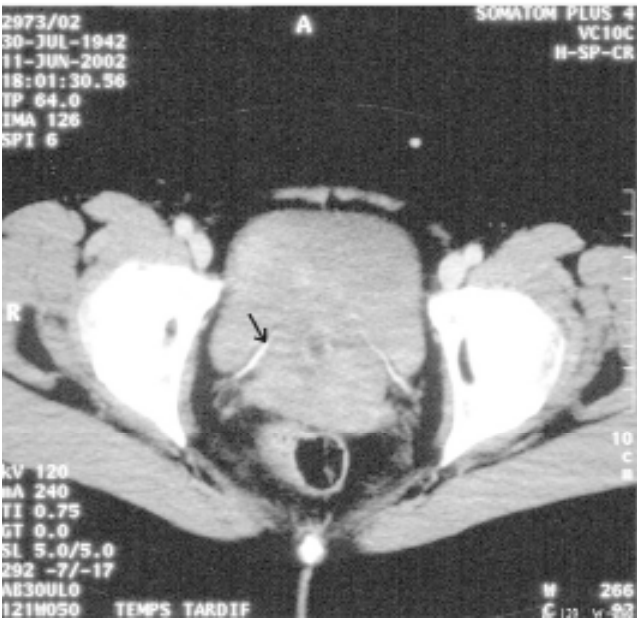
TDM pelvien avec injection. Lésion peu rehaussée. Visible des jets urétéraux.
